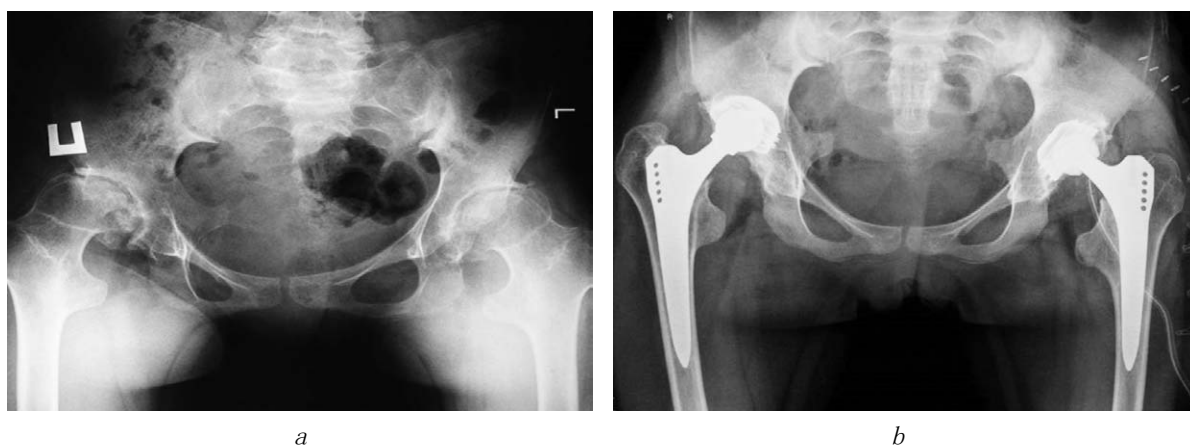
一例16岁患者A的髋关节（HP）X线摄片。脊柱骨骺发育不良。双侧髋关节病Ⅲ期：*a*——髋关节置换前；*b*——双侧THR术后
